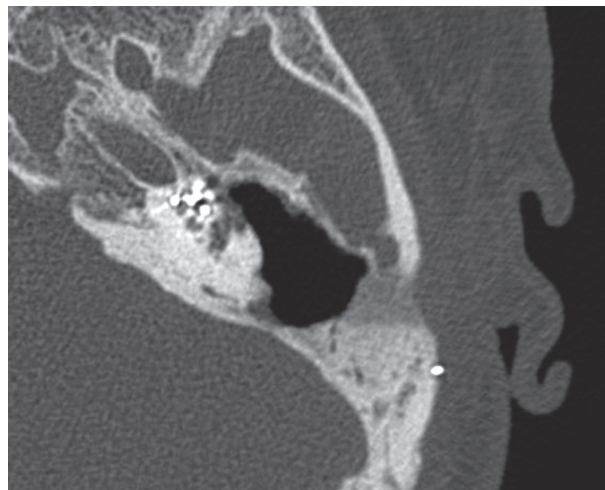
КТ левой височной кости пациента X. через 12 месяцев после проведения оперативного вмешательства. Послеоперационная полость без патологического содержимого. Признаки рецидива холестеатомы и экстрюзии электрода отсутствуют
